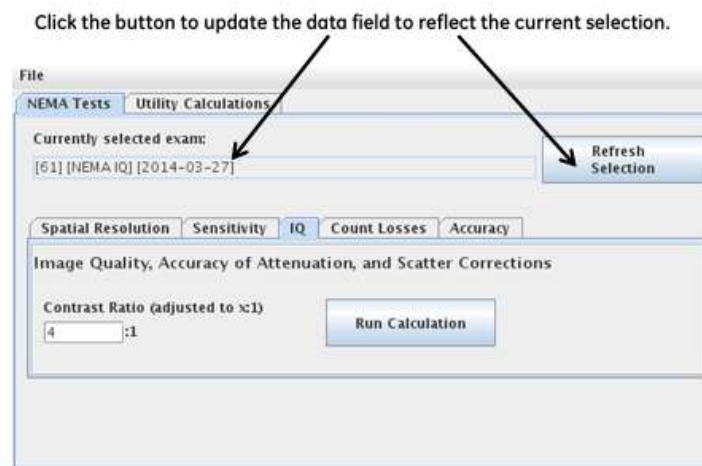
Outil d'analyse PET - Onglet IQ sélectionné .
